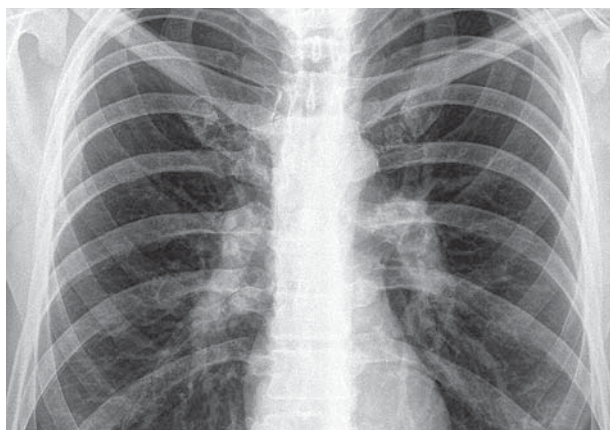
Саркоидоз органов дыхания I стадии (РГ и КТ): двусторонняя прикорневая лимфаденопатия
